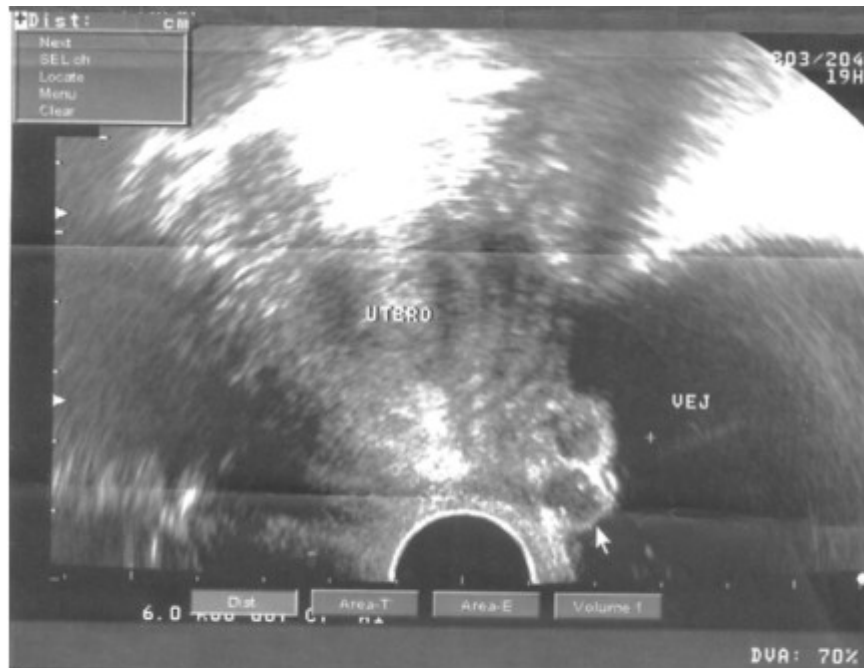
Ultrasonido transvaginal. Se observan dos imágenes hipocogénicas unidas, redondeadas, de aspecto nodular, en proyección del piso vesical que miden en su conjunto 19 por 12 mm.
